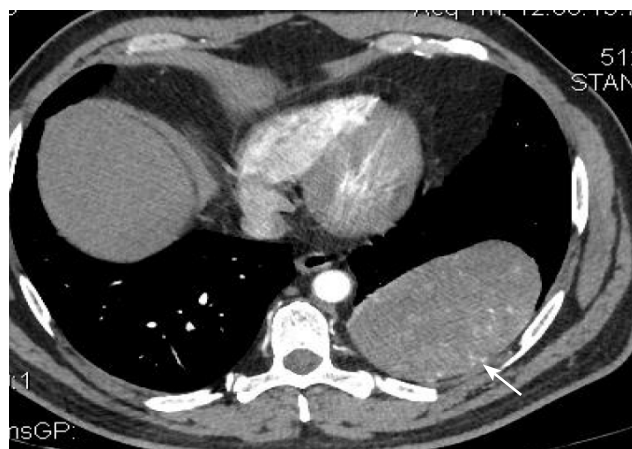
Пациент О., 1966 г.р. КТ-признаки мягкотканного, гипervasкуляризованного новообразования плевры, расположенного на уровне заднего отрезка X ребра слева (указано стрелками). Интраоперационно: в нижнезаднем отделе левой плевральной полости определяется плотная узловатая опухоль в капсуле, исходящая из диафрагмальной плевры и спаянная с нижней долей левого легкого. Морфология: солитарно-фиброзная опухоль
